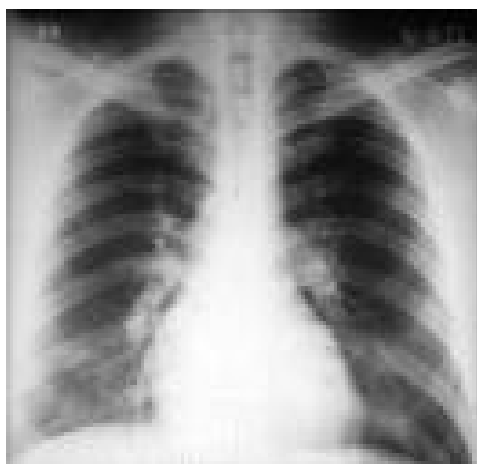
Radiografía inicial de paciente proveniente de la delegación GAM demuestra infiltrado intersticial la paciente fue egresada a los 7días, el control radiológico a los 14 días posteriores al egreso persistía con infiltrado intersticial pero clínicamente la paciente asintomática sin embargo desde su ingreso muestra las bilirrubinas y plaquetopenia con pero sin obesidad.
